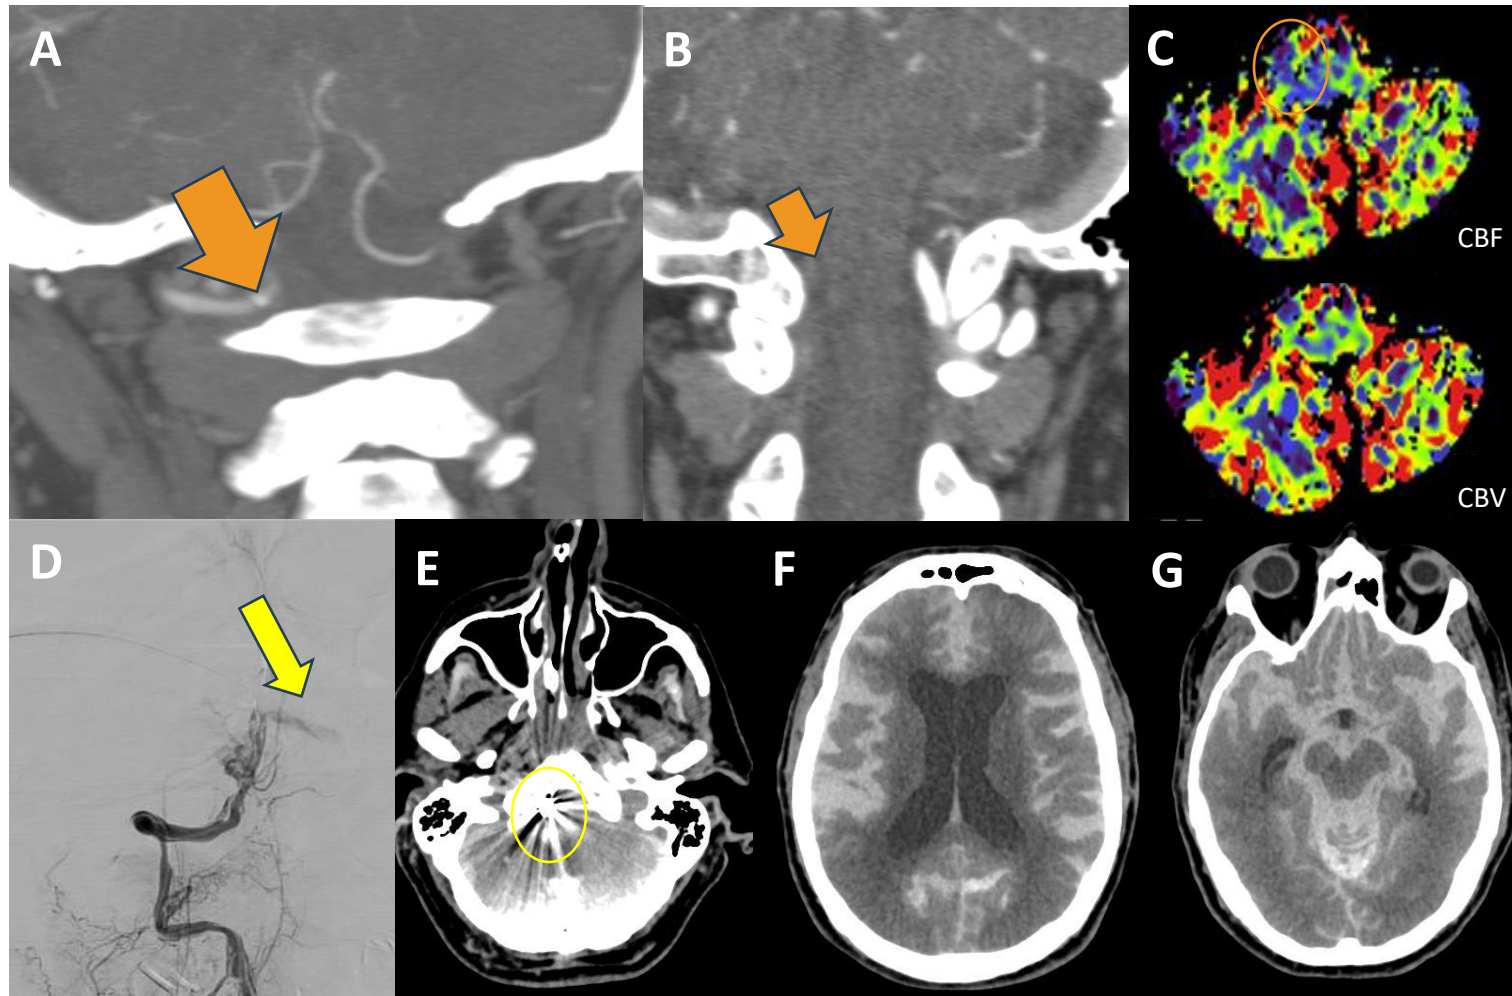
Estudio TC multimodal (A-C) que muestra en estudio de perfusión a nivel bulbar derecho un territorio de ischemia aguda (mismatch, círculo naranja). En el ATC se observa oclusión de segmento V4 de arteria vertebral derecha por placa de ateromatosis, (flechas naranjas), sin paso de contraste distal. Se realizó una recanalización a nivel de V4 derecha (D), presentando disección a dicho nivel con extravasación de contraste (flecha amarilla). Se coloca material de embolización a dicho nivel (círculo amarillo, E). En el TC de control (F, G) se observó una HSA Fisher IV supra e infratentorial que ocupa la práctica totalidad de los espacios aracnoideos intracraneales y perimedulares (F, G).
